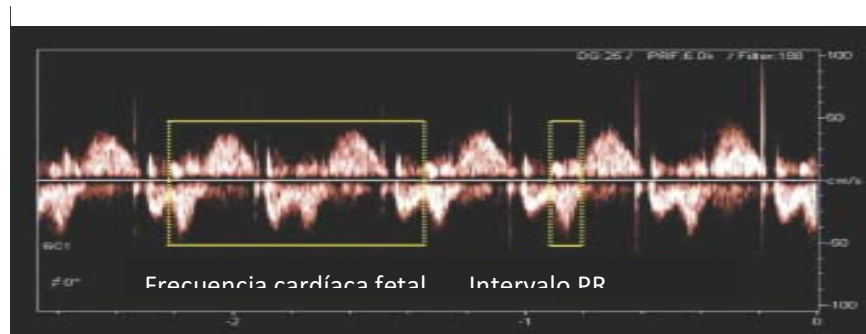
Frecuencia cardíaca fetal y medición de intervalo PR mecánico por Doppler
